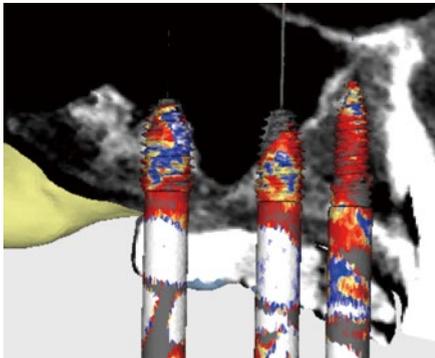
6.5.4]部にインプラントを埋入した場合のインプラント周囲骨のCT値をカラー化して示した状態。
